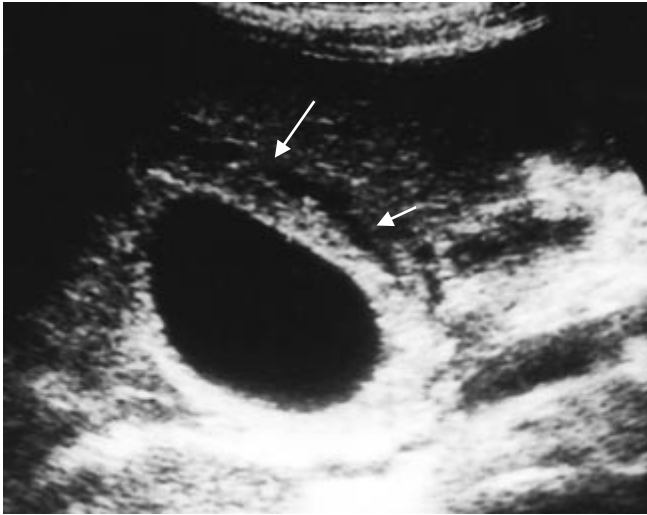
Ultrasonido en donde se observa dilatación vesicular, engrosamiento de la pared y signo del halo positivo (flechas). No se observan cálculos en su interior.
